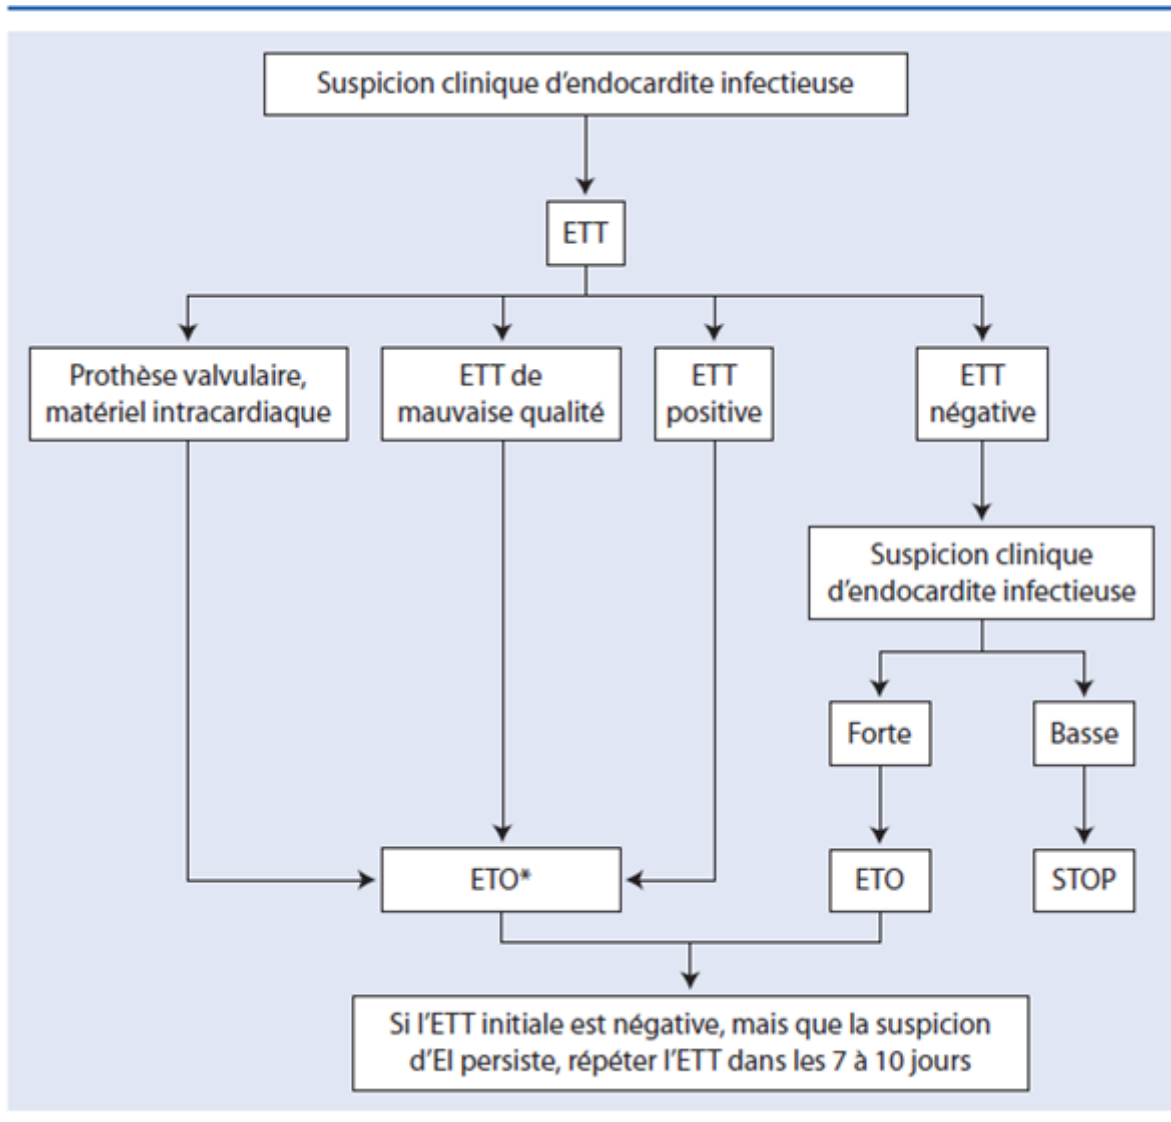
Arbre décisionnel. Indications de l'échocardiographie en cas de suspicion d'endocardite infectieuse (EI) [2]. *L'échographie transœsophagienne (ETO) n'est pas obligatoire en cas d'EI du cœur droit isolée avec échographie transthoracique (ETT) de bonne qualité et sans équivoque. STOP : syndrome de tachycardie orthostatique posturale [65].
